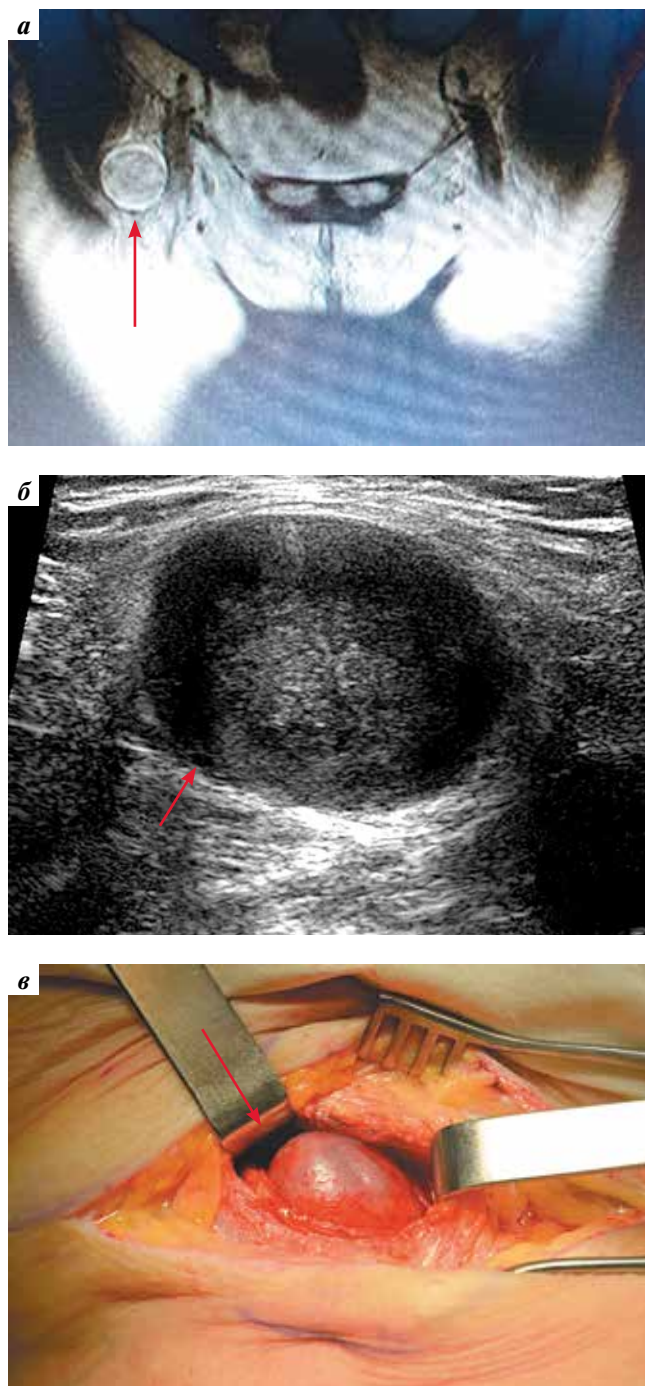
Пример новообразования бедренного нерва (указано стрелкой): сопоставление данных магнитно-резонансной томографии (а) и ультразвукового изображения бедренного нерва (б) с макроскопической интраоперационной картиной (в)
